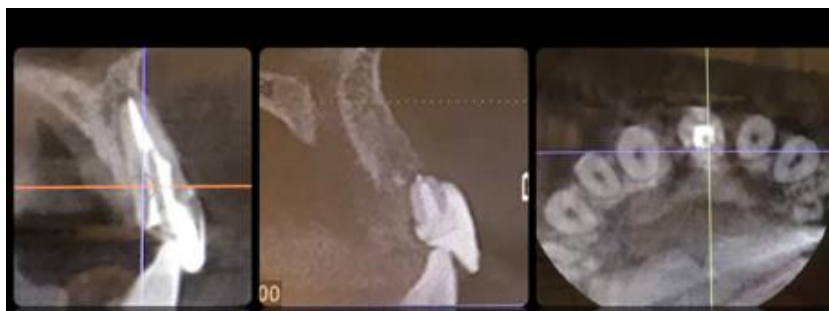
Данные компьютерной томографии
